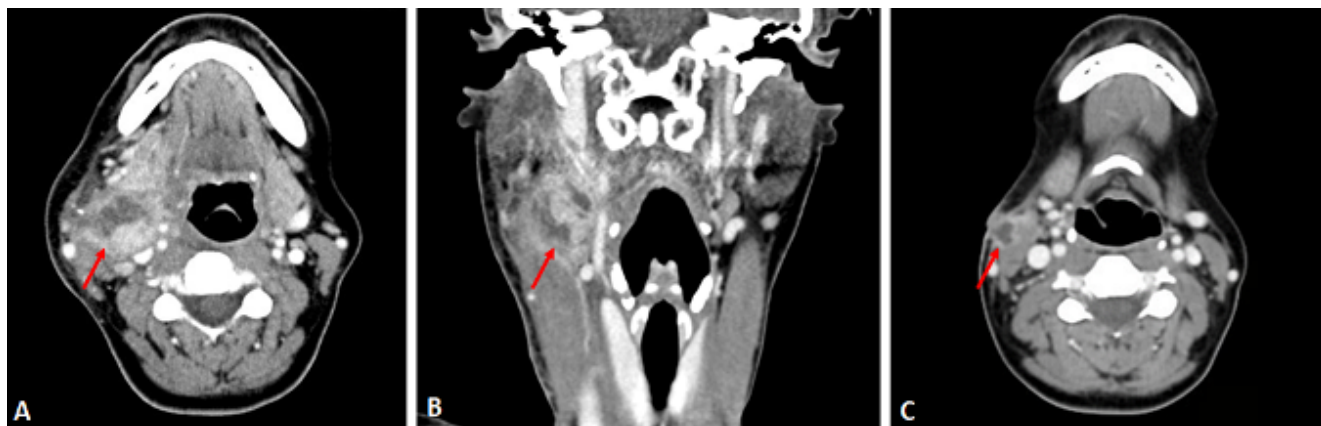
A y B: TAC inicial. Lesión nodular con cambios necróticos en su interior, sugestiva de colección/conglomerado adenopático abscesificado, sin poder descartar masa de origen neoplásico. C: TAC postquirúrgico; cambios postquirúrgicos con pequeño absceso postquirúrgico en el trayecto de abordaje.
